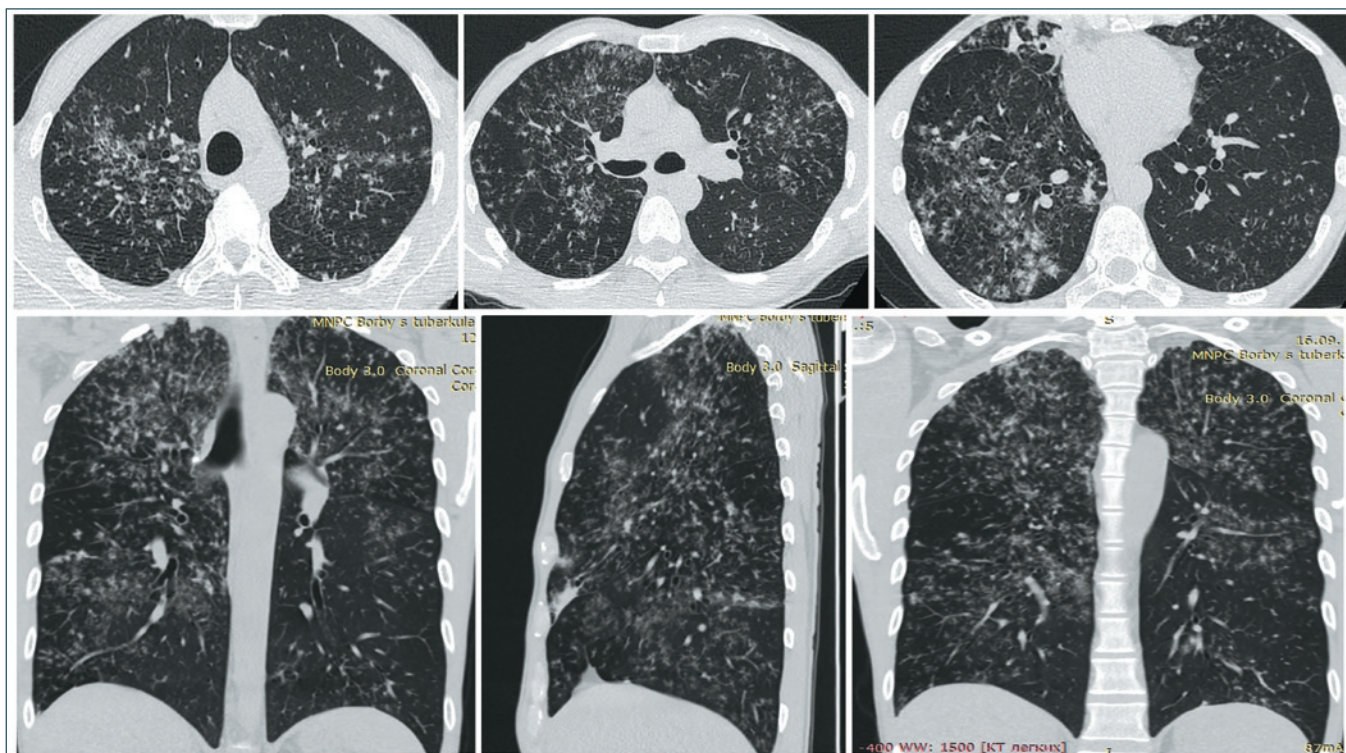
Диссеминированный туберкулез легких, МБТ+, развившийся на фоне документально подтвержденных в течение многих лет хронической обструктивной болезни легких и бронхоэктатической болезни с частыми обострениями неспецифической флоры. КТ органов грудной клетки
